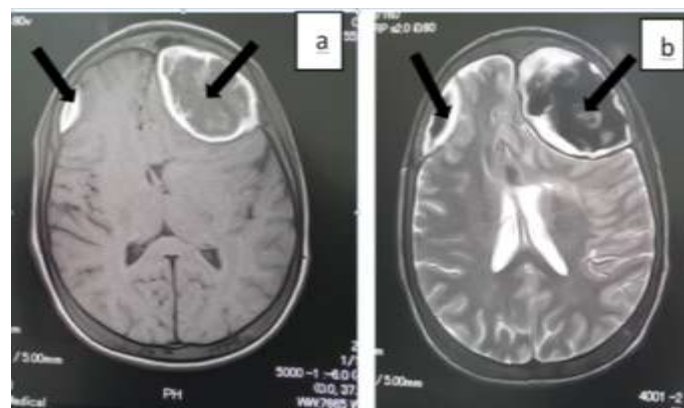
IRM en T1 (a) et T2 (b) montrant les deux hématomes épiduraux de localisation bi-frontale
